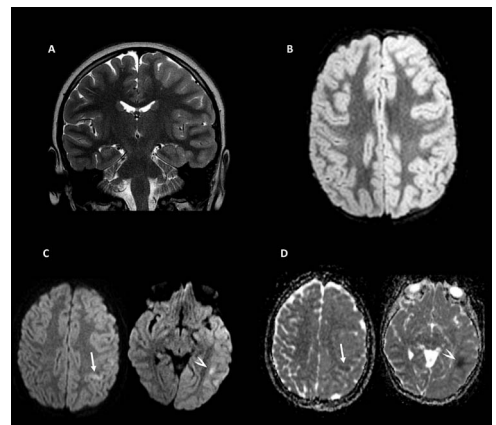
Cerebral MRI during migraine attack: (A) coronal T2-weighted and (B) axial T2 FLAIR images showing diffuse cortical swelling and hyperintensity in the whole left hemisphere; (C) Diffusion weighted imaging with (D) ADC map confirming restricted diffusion in the postcentral cortex (arrows) and subcortical white matter of the temporal lobe (arrowheads).
